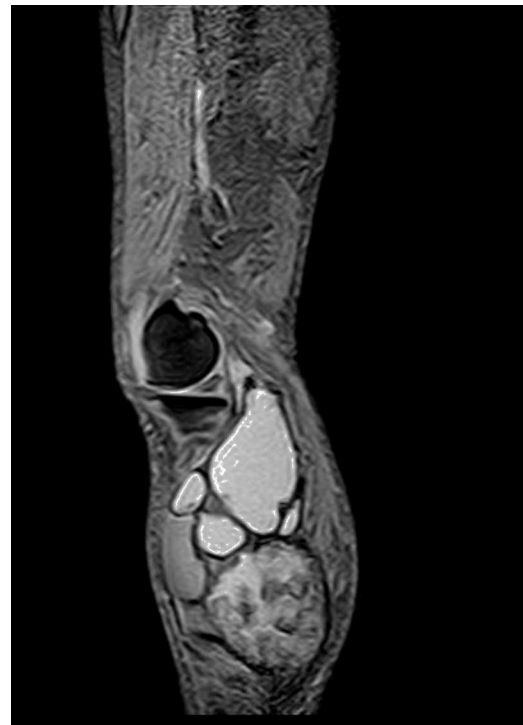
RM. Imagen STIR sagital. El hematoma muestra aumento difuso de la intensidad de la señal.
